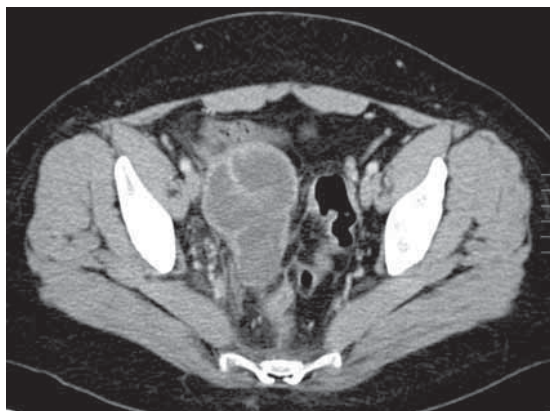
Абсцесс яичника. Мультикистозная масса в правых нижних отделах живота с минимальными воспалительными изменениями в прилежащих тканях. Болевой синдром и лихорадка свидетельствуют в пользу тубоовариального абсцесса, который был подтвержден при лапаротомии. (КТ-изображение публикуется с любезного разрешения доктора Андреа Сандерсона, Пиндерфилдский госпиталь общей практики, Уэйкфилд, Великобритания.)
